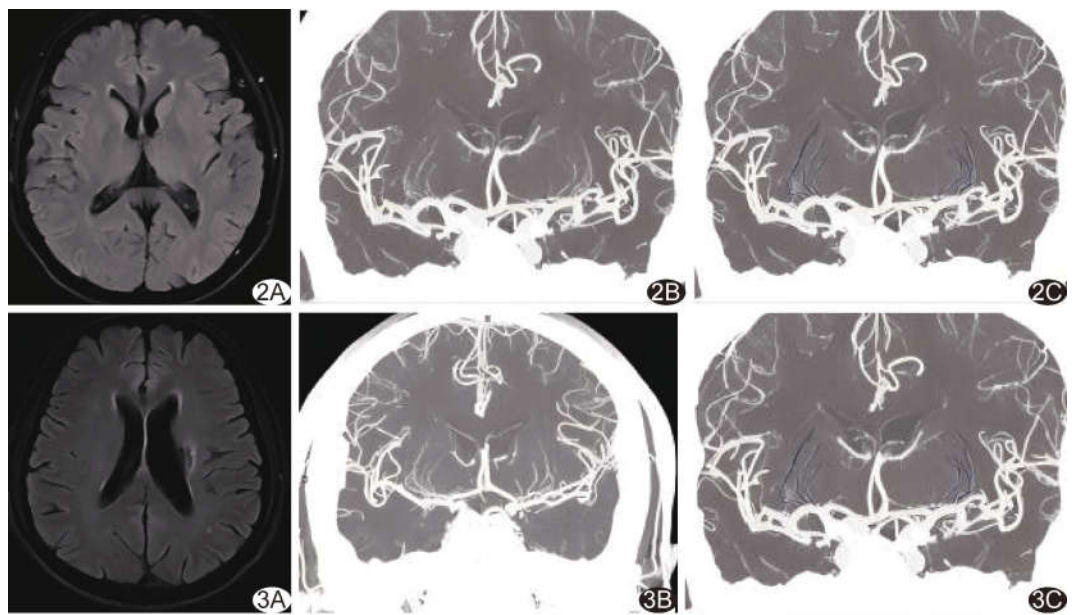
无 LI 患者, 男, 70 岁 液体衰减反转恢复 (fluid attenuated inversion recovery, FLAIR) 图示双侧基底节未见急性或慢性梗死 (A), MinIP 重建冠状位图示 LSA (B), 追踪右侧 LSA 发现 4 支主干和 4 支分支, 而左侧可见 4 支主干和 5 支分支 (C) 图 3 左侧 BG 慢性 LI 患者, 男, 65 岁 FLAIR 图示左侧基底神经节慢性梗死 (A), MinIP 重建冠状位图示 LSA (B), 追踪右侧 LSA 发现 4 支主干和 5 支分支, 左侧可见 3 支主干和 3 支分支
